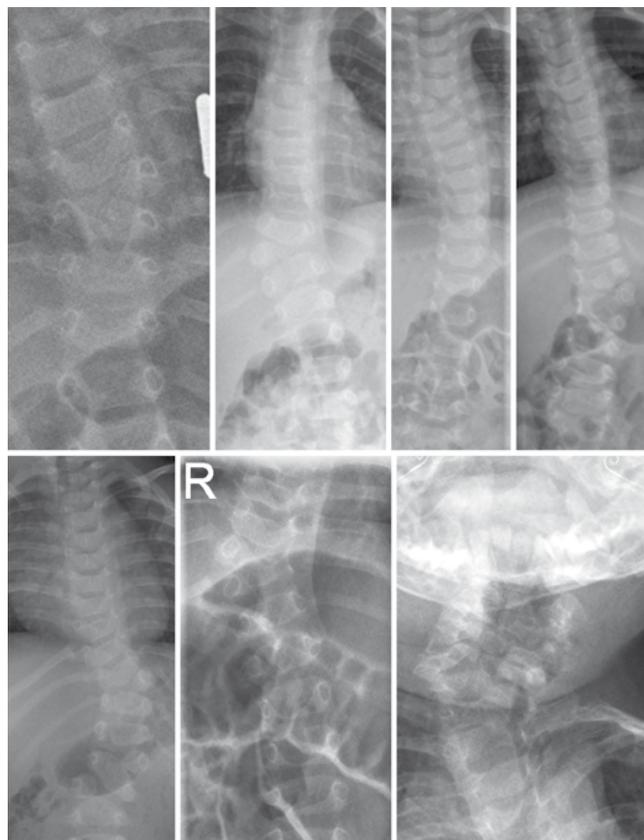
(rechts): Alle diese Röntgenaufnahmen sind im Rahmen der Helmsprechstunde erstellt worden. Fehlanlagen der Wirbelsäule waren jeweils bislang nicht vermutet worden. Bei manchen Kindern zeigte sich gar keine nennenswerte Schädelform-Auffälligkeit. Den Überweisern schien die Schädelform wohl wegen der Gesamtschiefe des Kindes auffällig zu sein. Fehlanlagen irgendeines Abschnittes der Wirbelsäulen bewirken in aller Regel eine Schiefhaltung anderer Bereiche. Je kaudaler, also basisnäher eine Fehlanlage besteht, desto wahrscheinlicher ist eine zunehmende Statikproblematik mit Skolioseentwicklung, v. a. nach Vertikalisierung/Laufbeginn. Je kranialer eine Fehlanlage besteht, desto wahrscheinlicher wird sich aufgrund der asymmetrischen Halswirbelsäulenbeweglichkeit eine lagebedingte Schädelverformung ausbilden.
